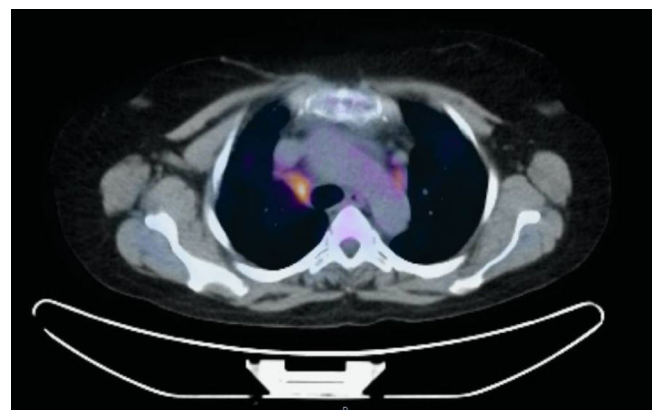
PET/TAC con foco hipermetabólico a nivel de adenopatía, en estación paratraqueal derecha baja (4R).
